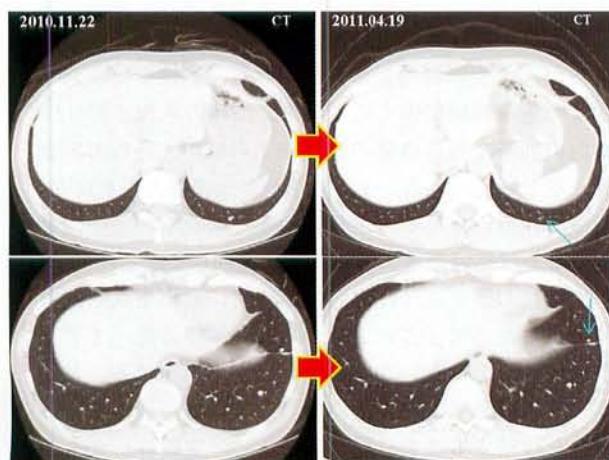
CTにてヨード治療後に肺転移は縮小してきている。
